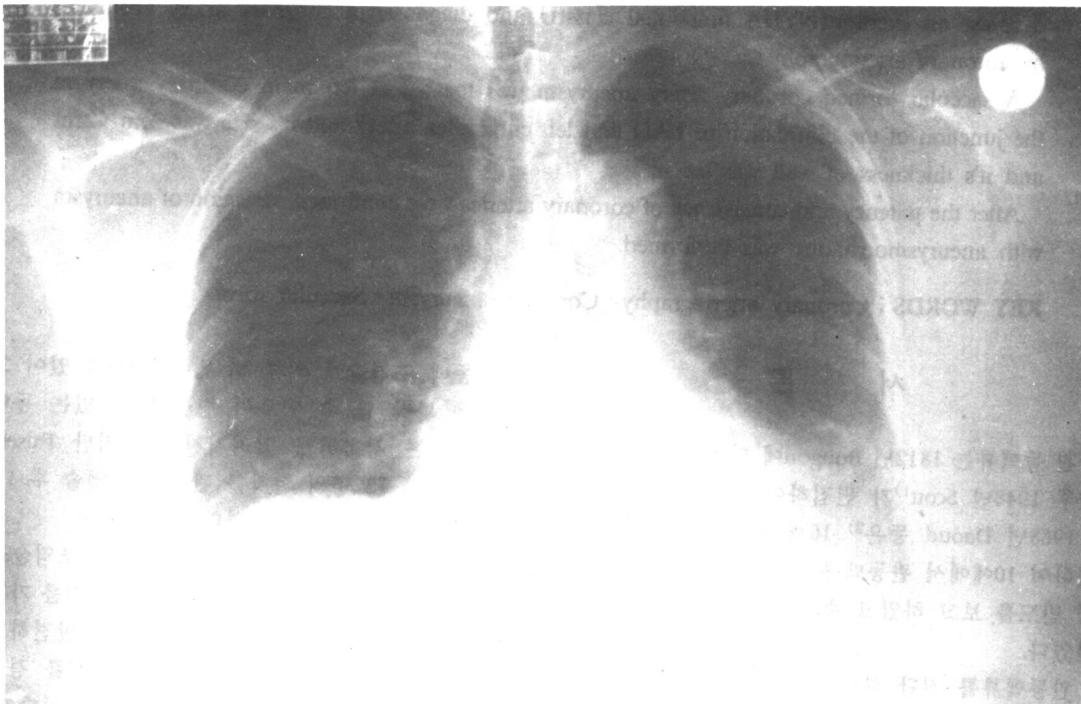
흉부 X-선 : 심장크기는 약간 커져있고(CT ratio : 56%) 비정상적인 폐침윤은 없었다.
